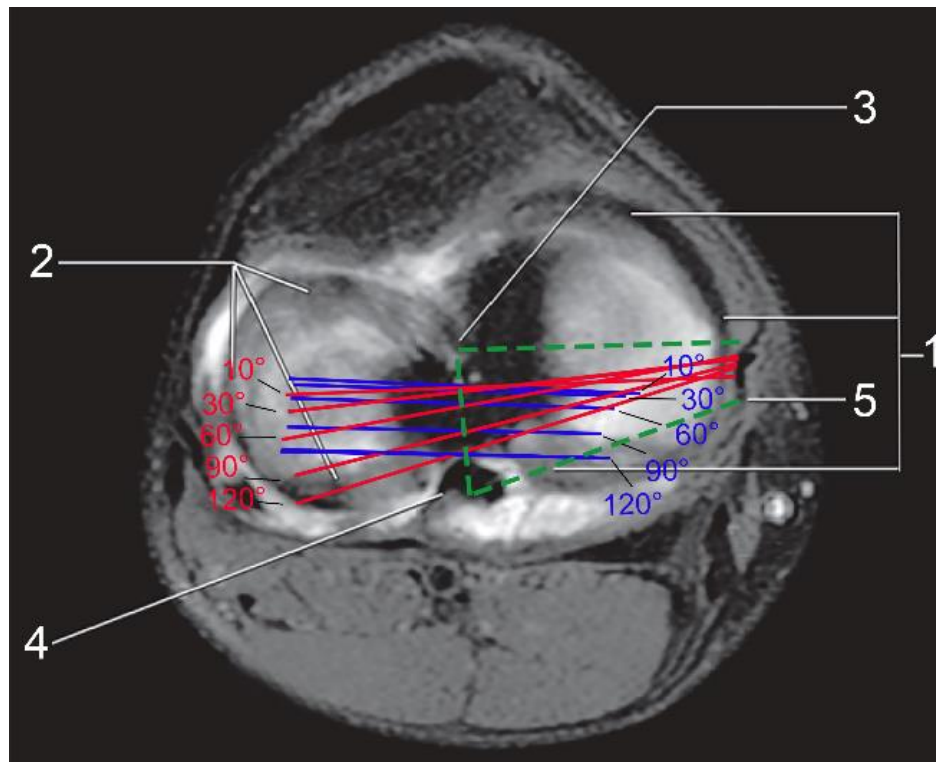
Пространственная модель пассивной кинематики коленного сустава воспроизводимой при расчете в программе на примере МРТ коленного сустава: 1 – медиальный мениск; 2 – латеральный мениск; 3 – место прикрепления передней крестообразной связки; 4 – место прикрепления задней крестообразной связки; 5 – медиальная коллатеральная связка; пунктир – границы линий проведенных от мест креплений ПКС, ЗКС и медиальной коллатеральной связки
